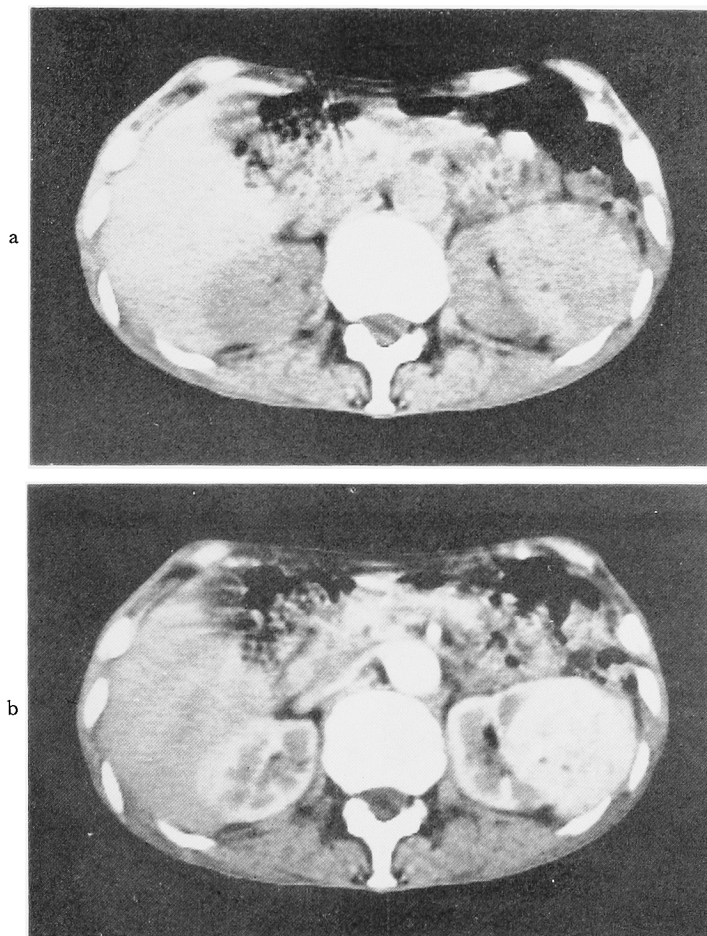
CT scan demonstrating a homogeneous mass slightly denser than renal parenchyma in the left kidney. 2b. Post-contrast CT scan: the tumor was markedly enhanced with contrast medium.
